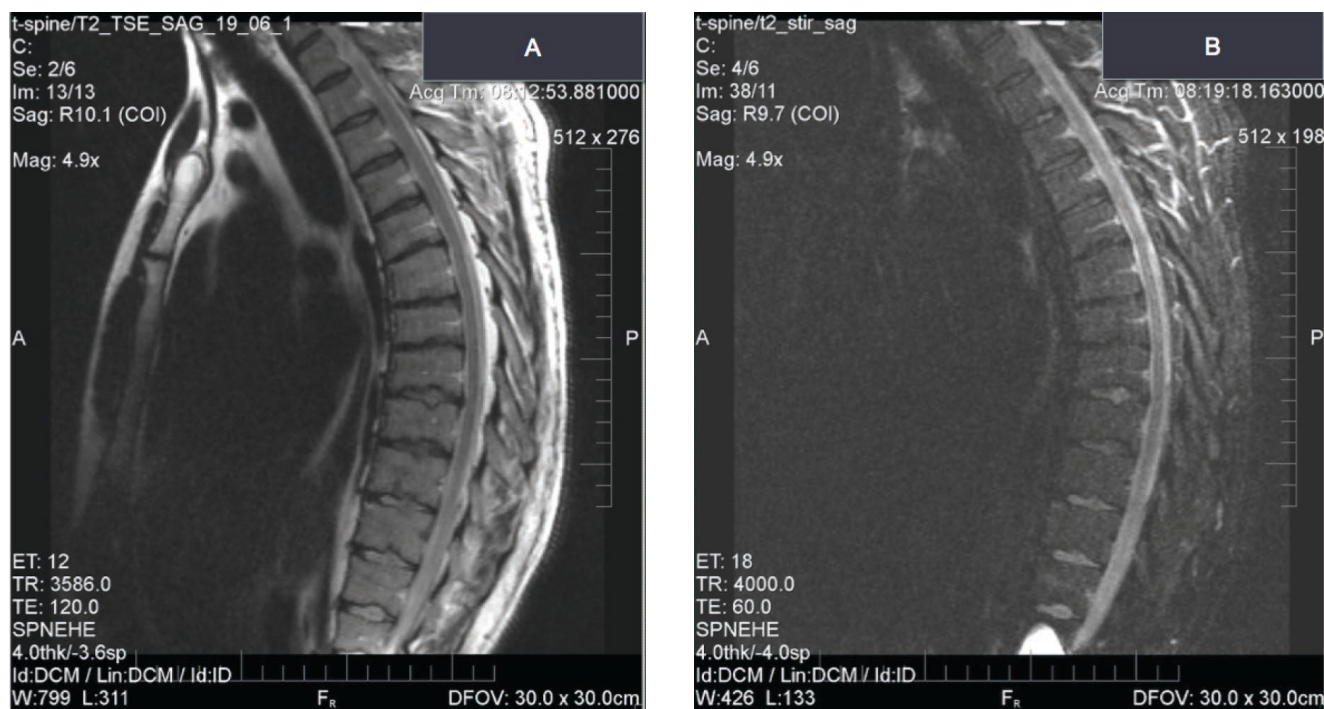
МРТ грудного отдела позвоночника в режиме T2 TSE (A) и T2 STIR (B) – передняя клиновидная деформация тел позвонков Th6-Th7-Th8, высота передних и задних отделов Th6 – 1.9/2.5 см; Th7 – 2.0/2.6 см; Th8 – 1.9/2.6 см. Множественные дефекты Шморля тел позвонков Th5-Th12. Воспалительные изменения в костной ткани не выявлены.
